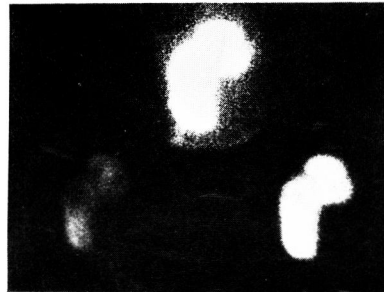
54 years old female, kidney donor, normal case; DMSA renal scintigraphy.
